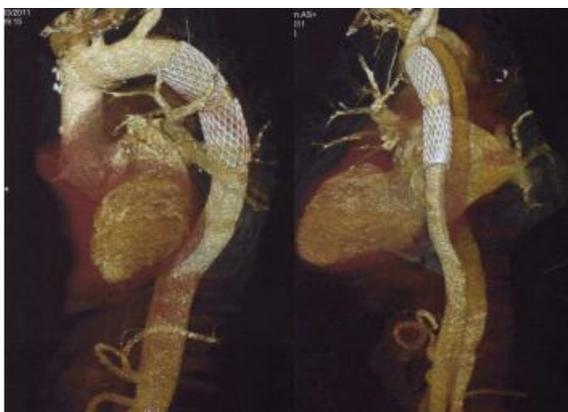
Часто отмечаемый результат после установки стента: ложный просвет все еще перфузируется даже на уровне стента ретроградно через дистальные надрывы, однако расслоенный грудной отдел аорты в большинстве случаев стабилизируется.
